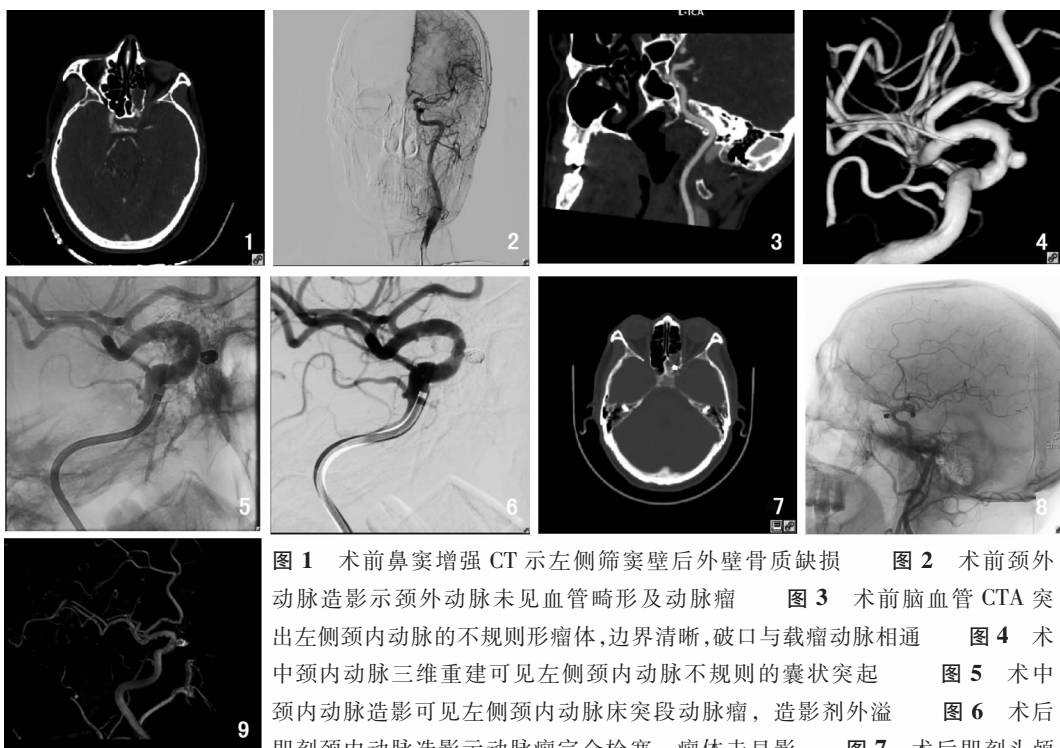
术前鼻窦增强CT示左侧筛窦壁后外壁骨质缺损 图2 术前颈外动脉造影示颈外动脉未见血管畸形及动脉瘤 图3 术前脑血管CTA突出左侧颈内动脉的不规则形瘤体,边界清晰,破口与载瘤动脉相通 图4 术中颈内动脉三维重建可见左侧颈内动脉不规则的囊状突起 图5 术中颈内动脉造影可见左侧颈内动脉床突段动脉瘤,造影剂外溢 图6 术后即刻颈内动脉造影示动脉瘤完全栓塞,瘤体未显影 图7 术后即刻头颅CT示动脉瘤完全栓塞,弹簧圈在位 图8 术后4个月颈内动脉造影示载瘤动脉通畅,造影剂无外漏 图9 术后4个月颈内动脉三维重建示弹簧圈在位,动脉瘤未显影
